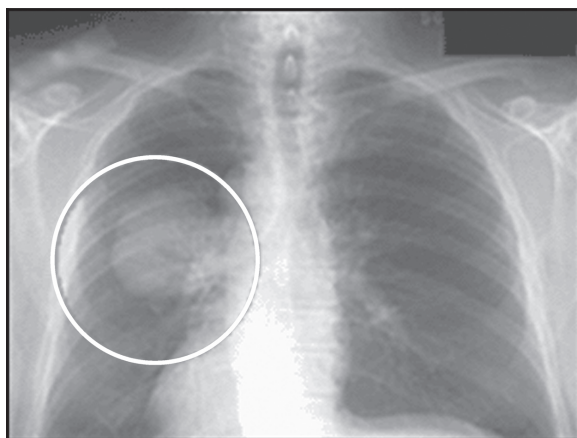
Рентгенограмма при раке легкого
